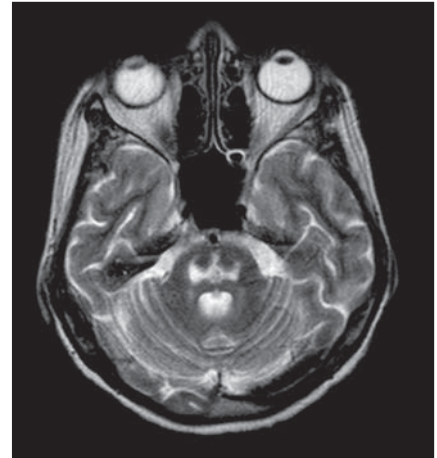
Ressonância magnética, corte axial: imagem da lesão pontina.
